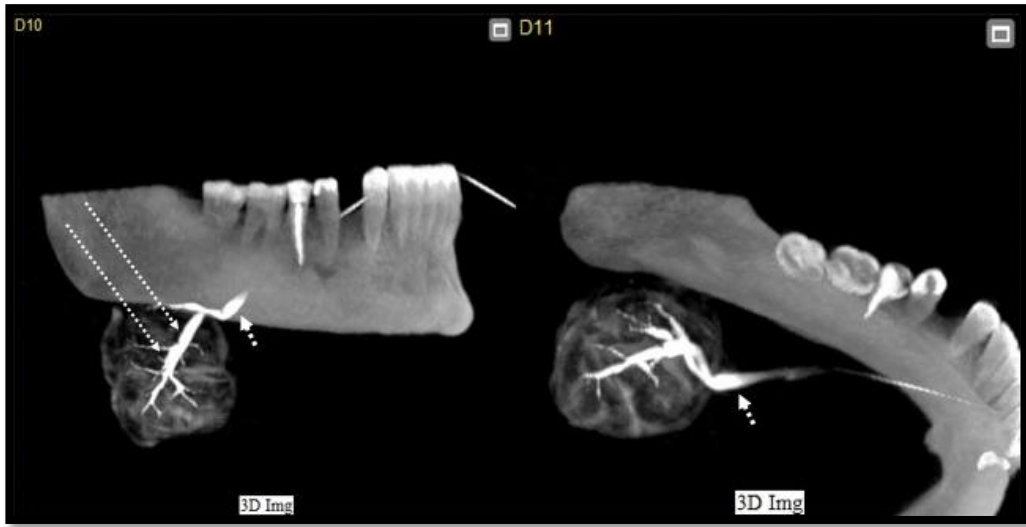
CBCT sialografi; diabetik hastaya ait sol submandibular bezin ana kanalında tespit edilen minimal derecedeki duktal stenozun (kesikli oklar) varlığını gösteren MIP-3D görüntüsü (internal bakış) izleniyor.
